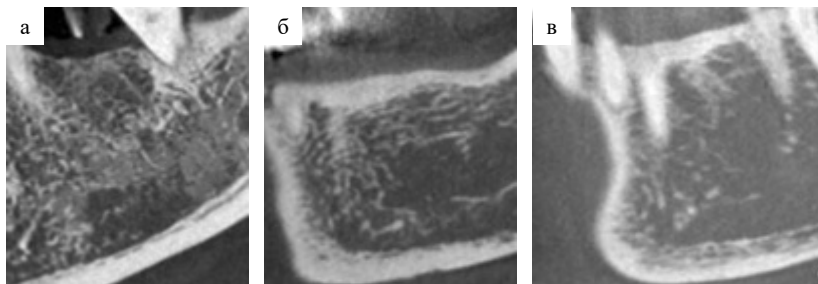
КЛКТ, фрагменты фронтальных реформатов нижней челюсти. Кортикальный индекс компьютерной томографии: а — тип 1: кортикальный слой выглядит ровным и правильным; б — тип 2: в кортикальном слое выявляются полулунные дефекты или 1–2 слоя внутрикортикальных дефектов; в — тип 3: кортикальный слой имеет многочисленные (>3) дефекты
